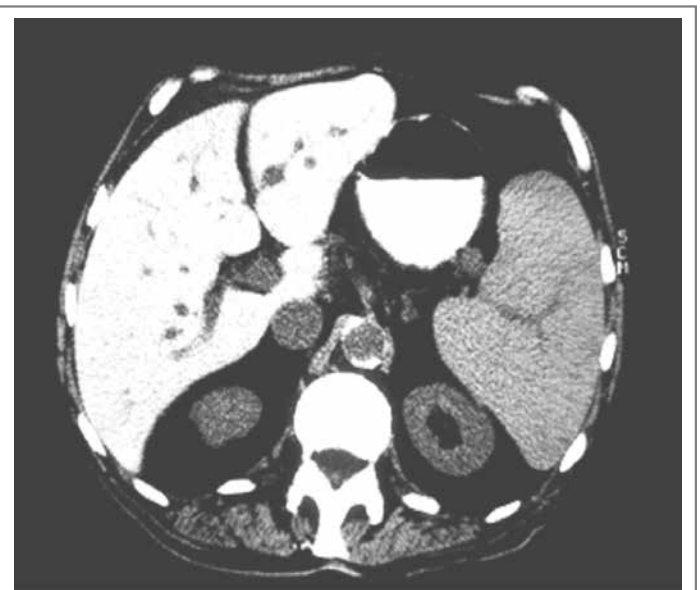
TC de abdome superior mostrando grande atenuação do parênquima hepático, o qual normalmente possui uma atenuação semelhante ao parênquima esplênico. Sinais semelhantes são vistos na toxicidade por amiodarona.
